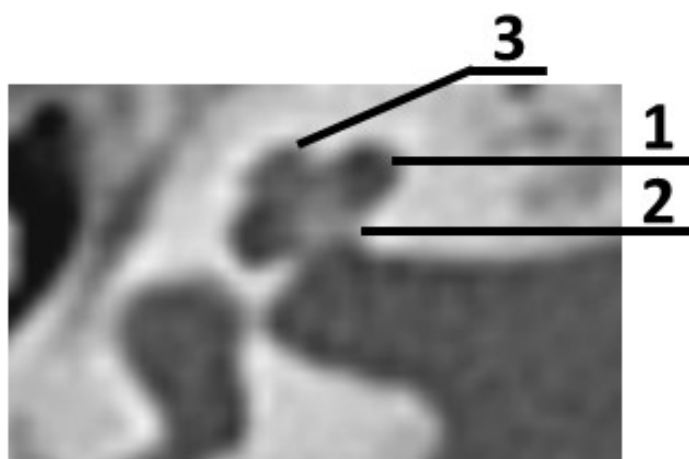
КТ правой височной кости при проведении исследования в косо-орбито-меатальной проекции через нижнюю стенку глазницы и верхнюю стенку наружного слухового прохода: 1 – средний завиток улитки, 2 – апертюра улитки, 3 – апикальный завиток улитки
